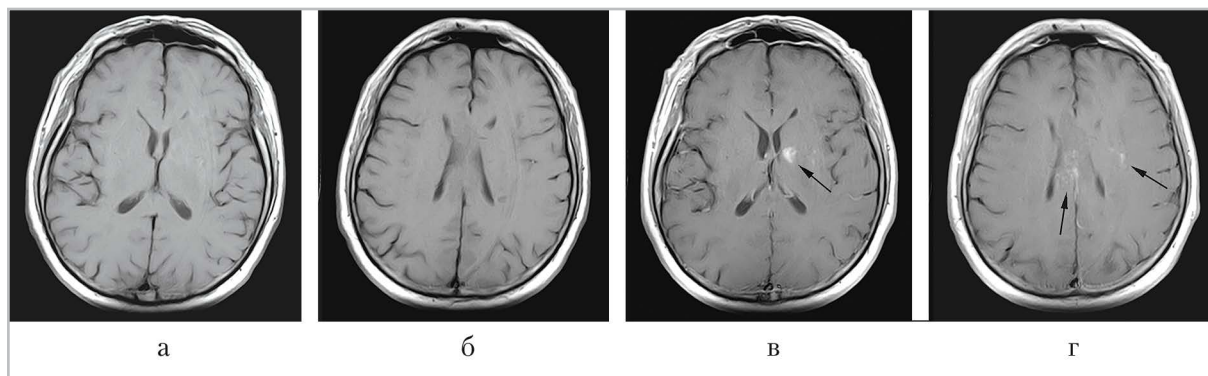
МР-томограммы головного мозга в аксиальной плоскости, T1-ВИ до (а, б) и после (в, г) введения контрастного препарата. Определяются участки накопления контрастного препарата (черные стрелки)
